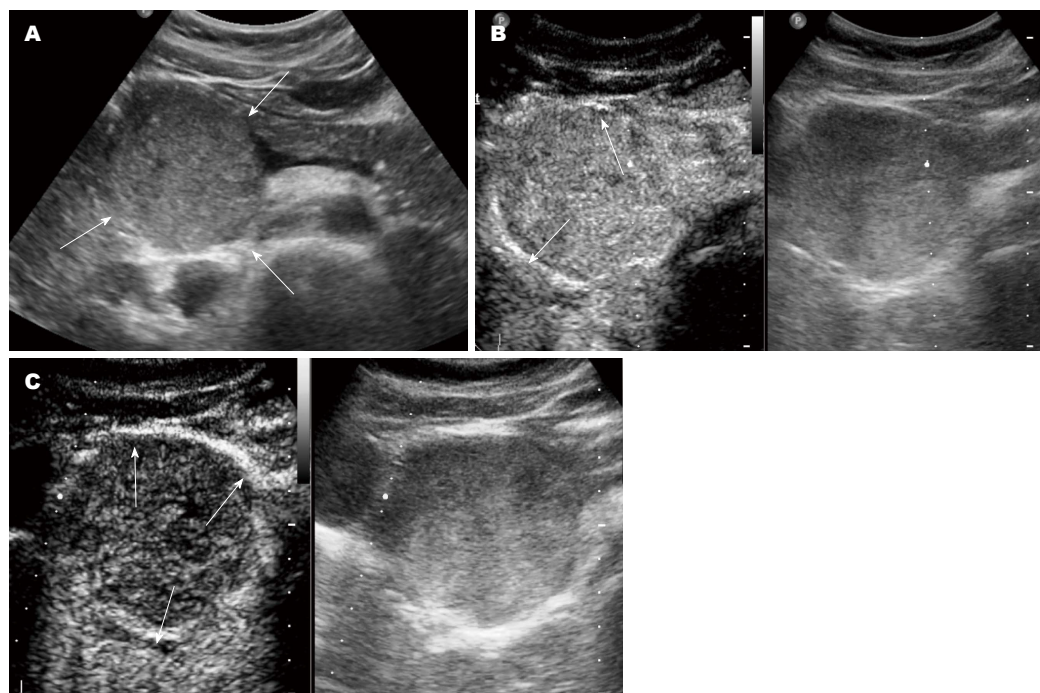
病例2, 女, 25岁, 胰头占位. A: 常规超声示胰头实性占位(白色箭头); B: CEUS示动脉期团块周边呈环状高增强(白色箭头), 内部呈稍高增强; C: 实质期内部廓清较周边廓清更为明显.
